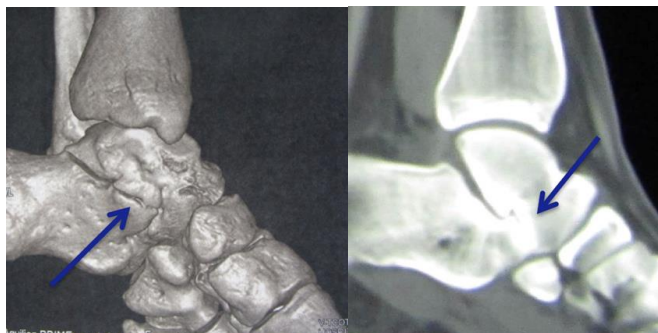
КТ пациента 17 лет с плоско-вальгусной деформацией стопы 3 степени и таранно-пяточной коалицией (показана стрелкой).
